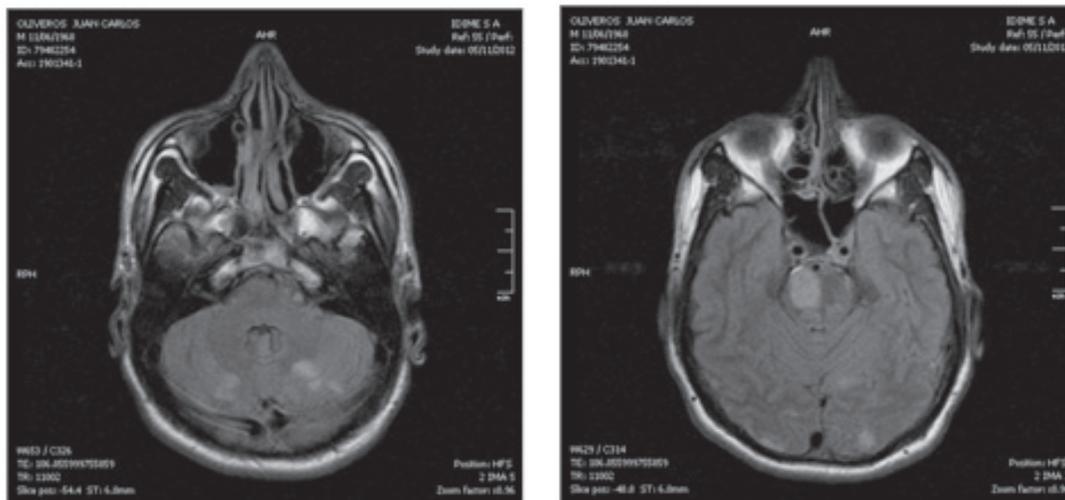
IRM – Secuencia Flair
